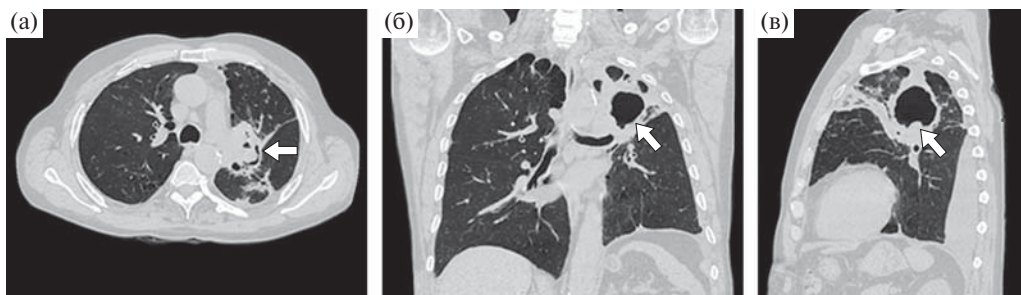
Больной 59 лет. Трансверсальный срез (а) и мультипланарные реконструкции КТ в прямой (б) и левой боковой (в) проекциях органов грудной клетки. Легочное электронное окно. а – капсула и дорожка инфильтрации; б – дорожка инфильтрации; в – выступ по внутренней поверхности (стрелка).
